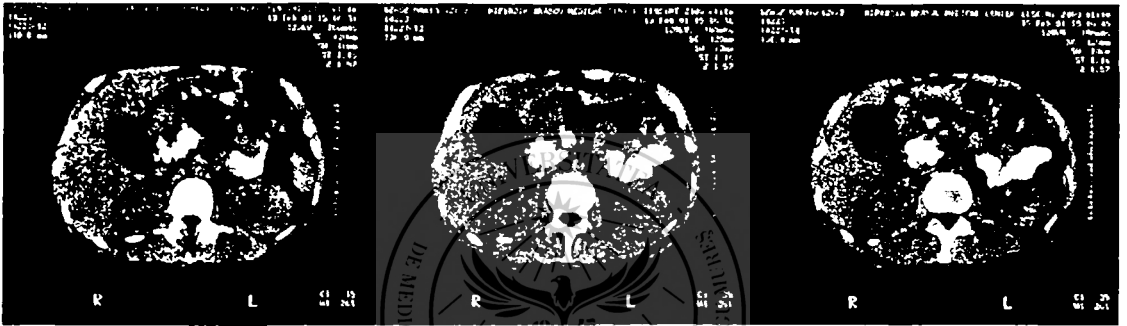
Tomografia computerizată
